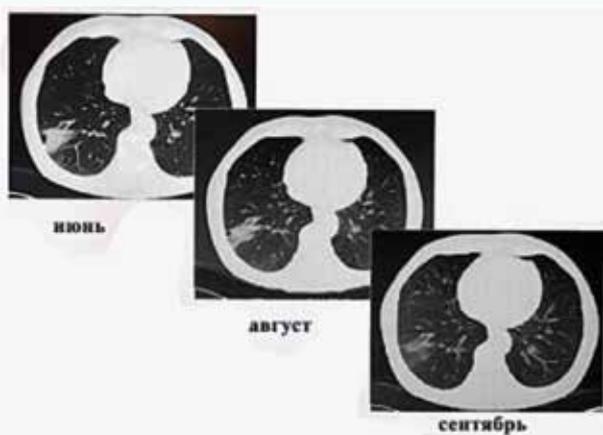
Рентгенологическая картина пневмоний
